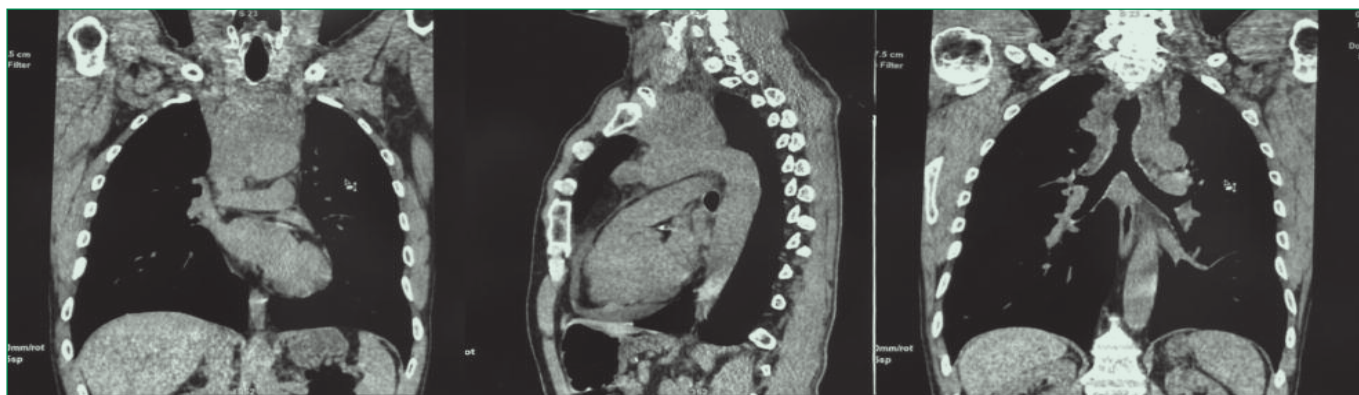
Multislice computed tomography scan of the chest (the description in the text)
